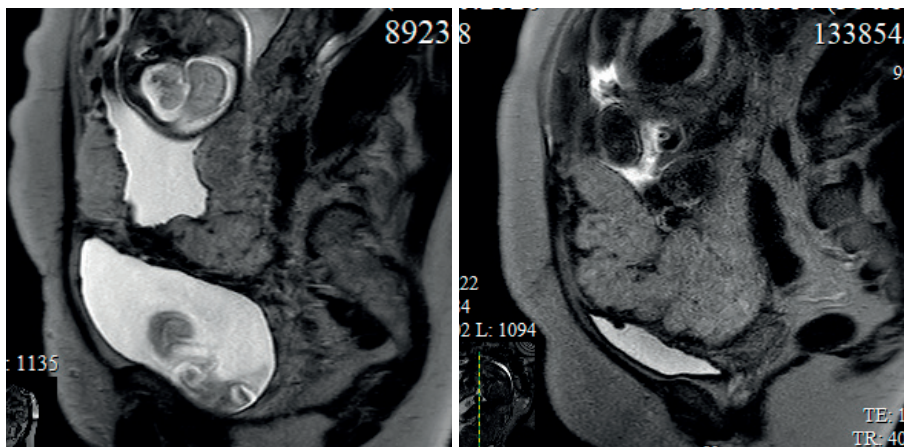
МРТ плаценты с признаками врастания в заднюю стенку мочевого пузыря
